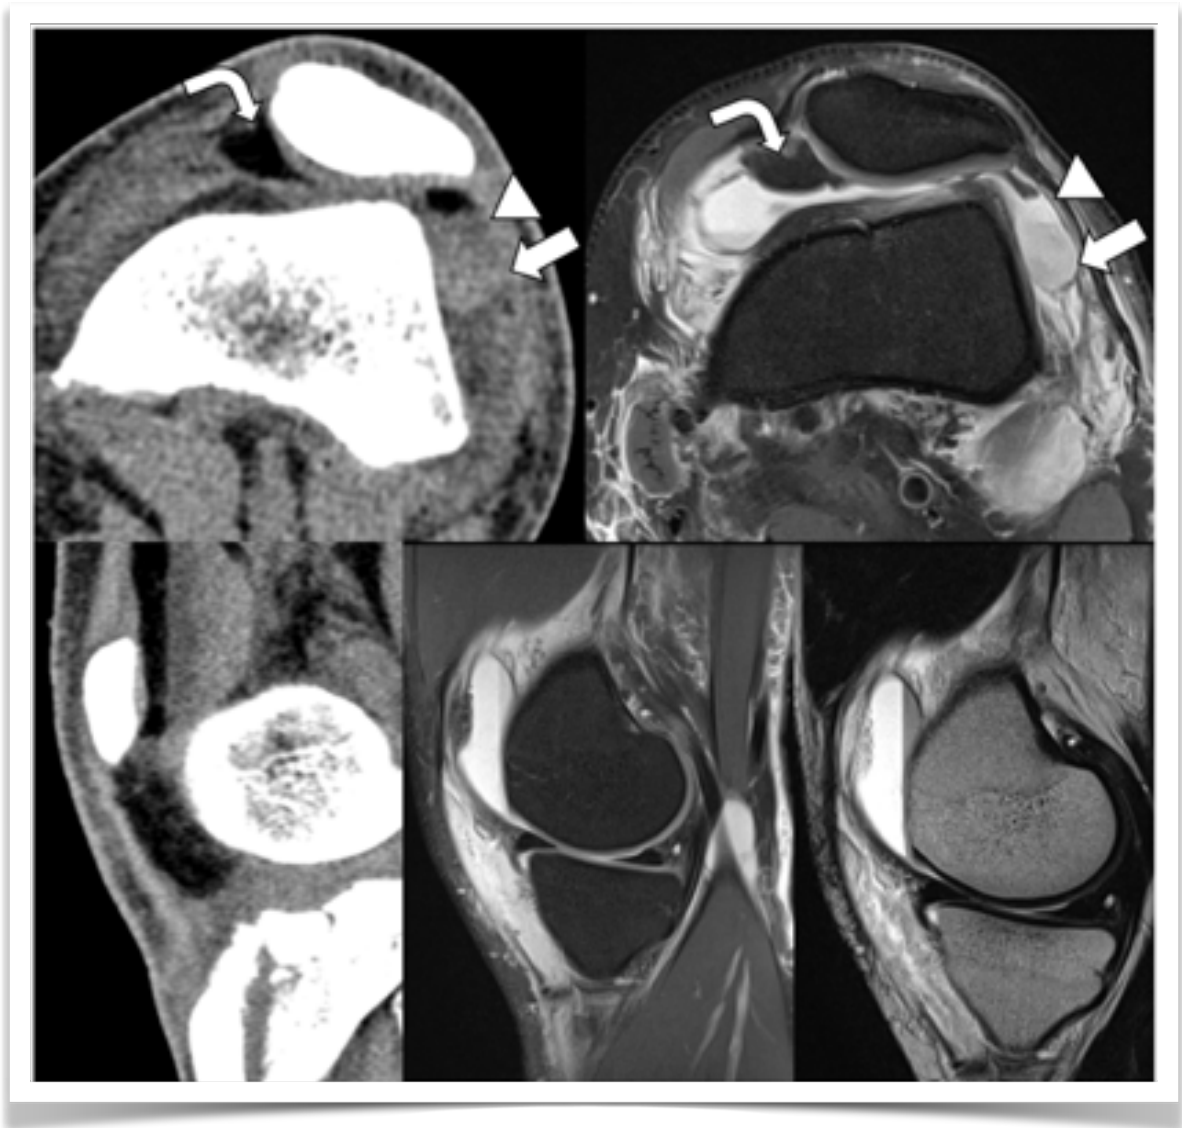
Lipohemartrosis. A diferencia de la hemartrosis, en este caso observamos una tercera capa más superficial (flecha curva), que se caracteriza por densidad grasa en la TC y caída de señal en secuencias con saturación grasa en RM.
